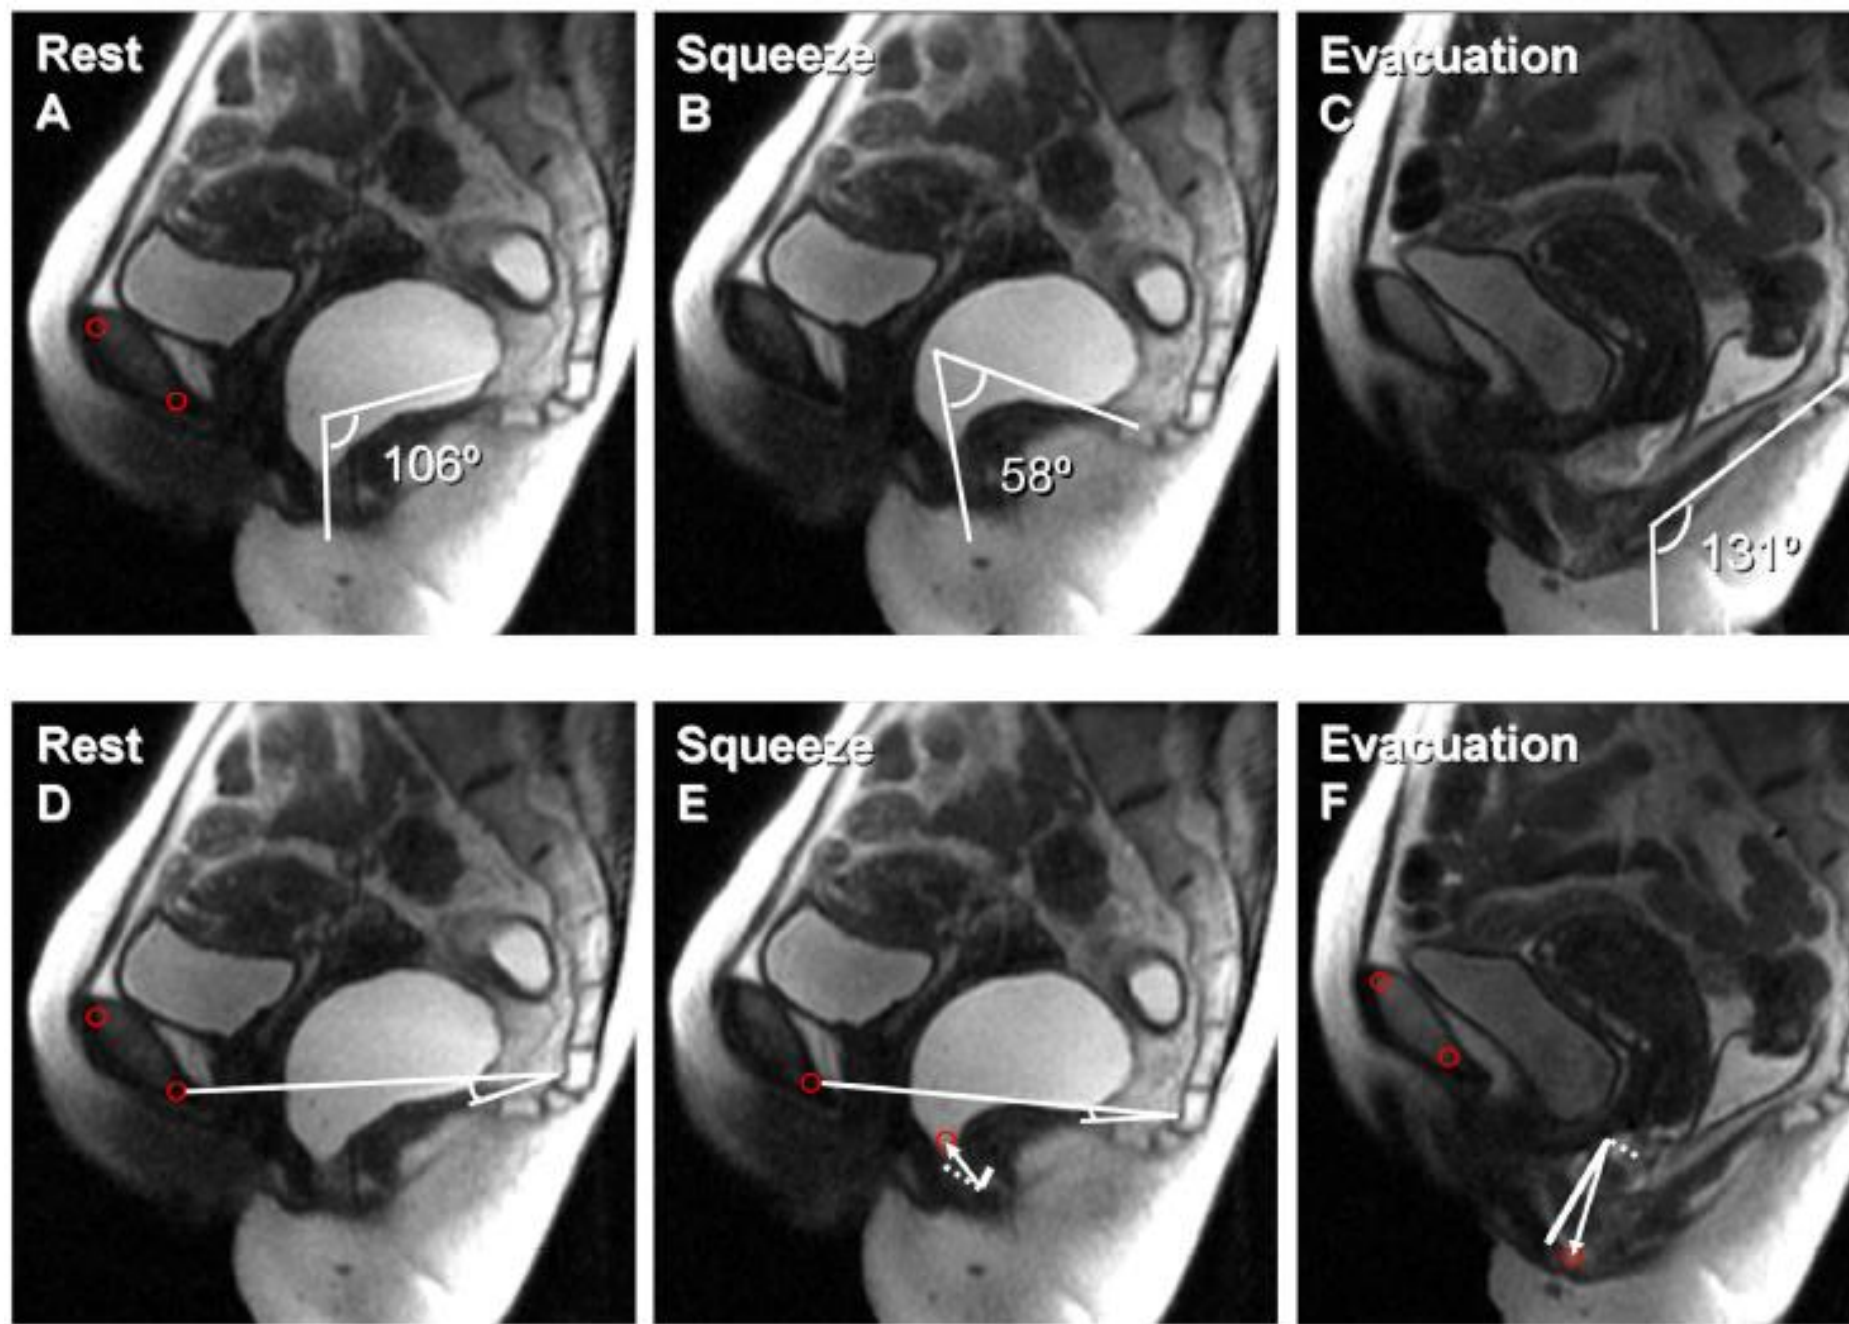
MRI images at rest, during squeeze, and evacuation in a healthy subject. Anorectal motion was assessed manually (i.e., by measuring anorectal angles, panels A-C).
